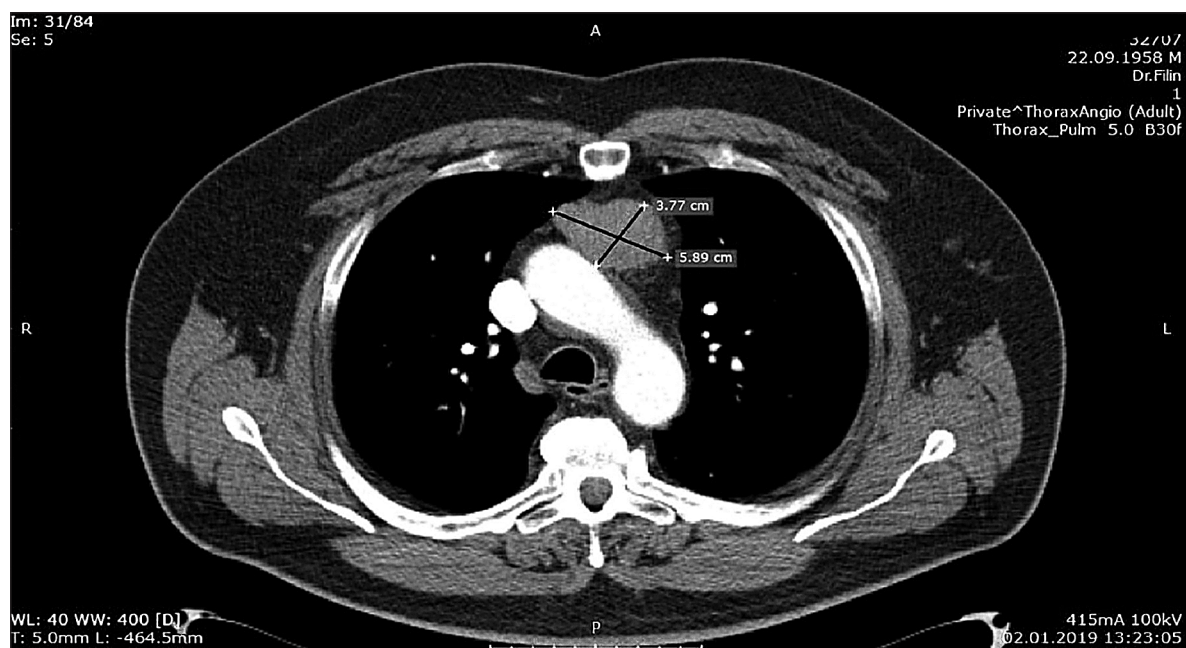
Комп'ютерна томограма хворого Д. з пухлиною передньо-верхнього середостіння
